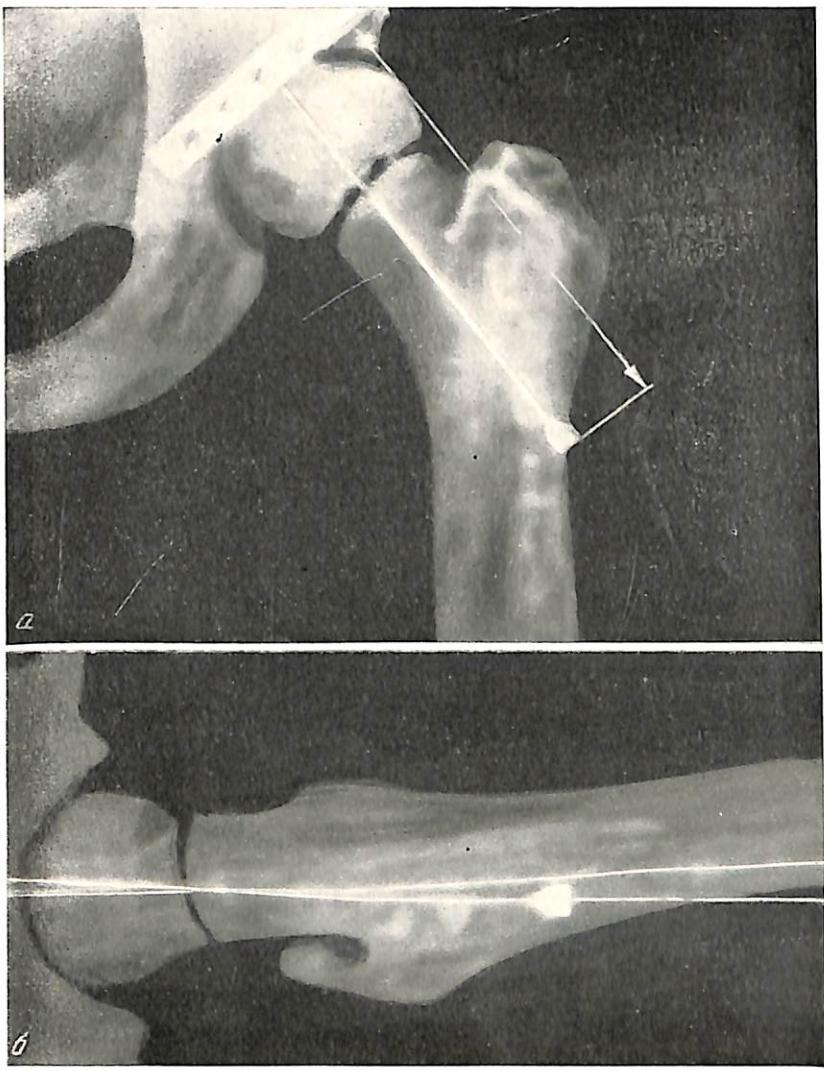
Рабочие рентгенограммы шейки бедра.
